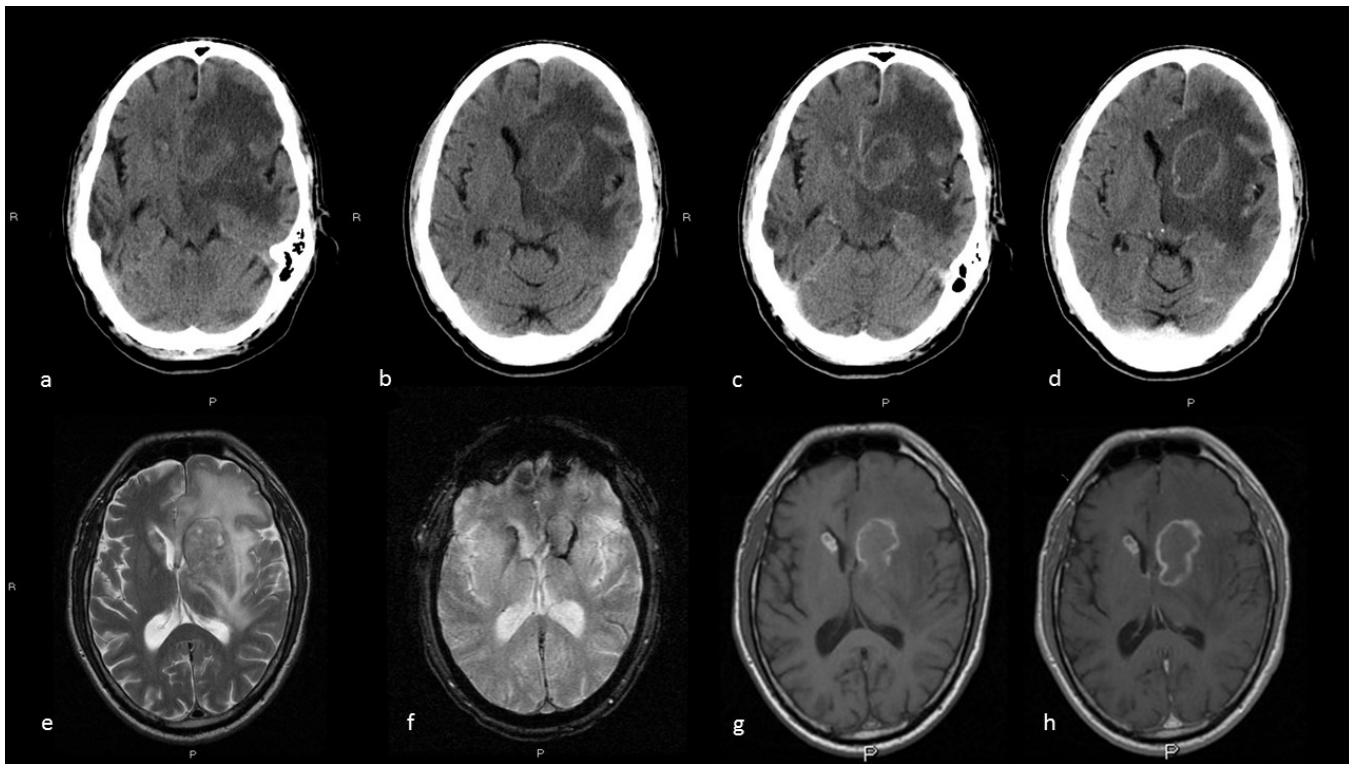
Toxoplasmosis. Paciente en estudio por cambio de carácter y desorientación temporoespacial ocasional. Imágenes axiales TC simple (a y b), TC con contraste (c y d), SE T2 (e), T2* (f), SE T1 con contraste (g y h). Dos lesiones periventriculares frontales bilaterales, con contenido hemorrágico y realce anular. Extenso edema vasogénico perilesional izquierdo e importante efecto masa.
